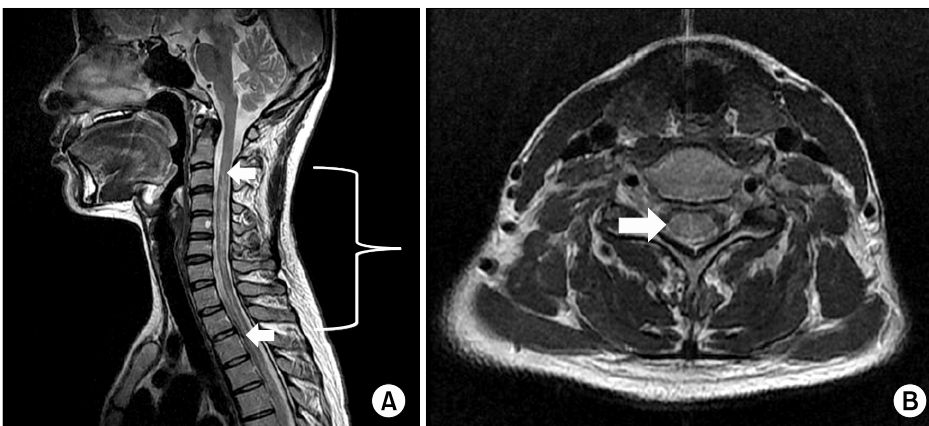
In T2 weighted magnetic resonance imaging, sagittal (A) and transverse (B) view shows decreased high signal intensity lesion, compared to prior test (C3-T3), after 1 month later (white arrow).
